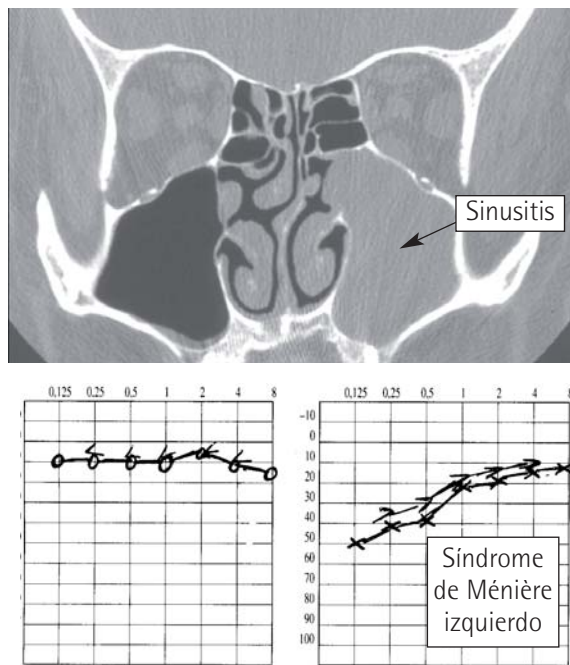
Imagen de tomografía de senos paranasales y estudio audiométrico de un paciente con síndrome de Ménière en oído izquierdo. Los síntomas auditivos y vestibulares eran coincidentes con el agravamiento de su patología sinusal maxilar izquierda. La resolución quirúrgica de su sinusitis crónica supuso la mejoría de su sintomatología otoneurológica.
